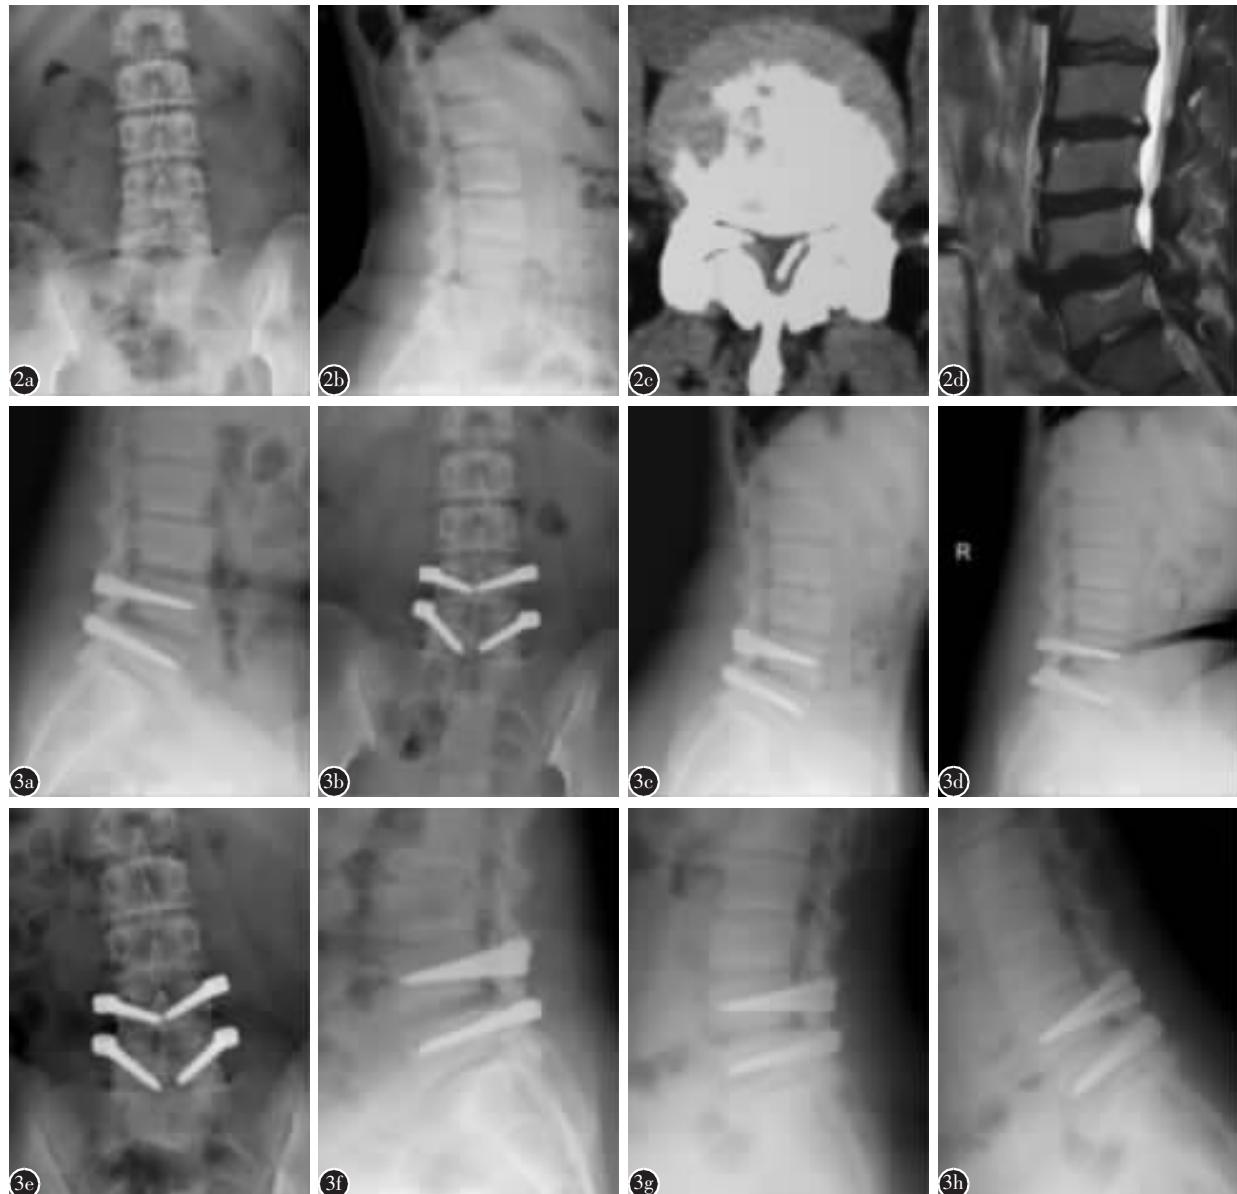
患者女性,30岁 a、b 术前腰椎正侧位 X 线片示腰椎退行性改变 c、d 术前腰椎 CT 及 MRI 示 L4/5 腰椎管狭窄
